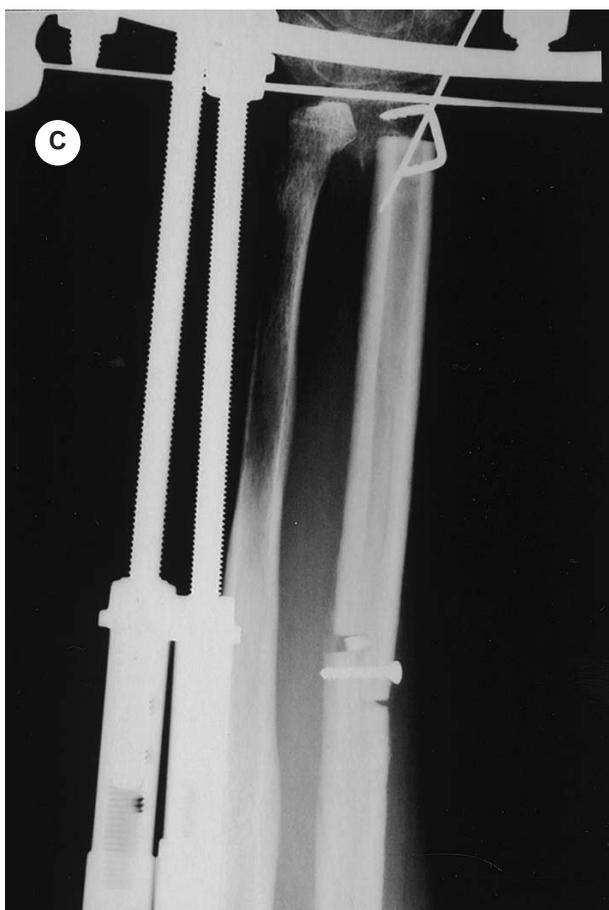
Caso clinico n. 11. A) Esiti di frattura esposta di radio. Dopo ripetuti interventi chirurgici si evidenzia riassorbimento pressoché completo dell'innesto osseo "convenzionale". B) Ricostruzione con perone vascolarizzato e sintesi con placche. C) Controllo radiografico. D, E) Controllo clinico: conservata la pronosupinazione.
